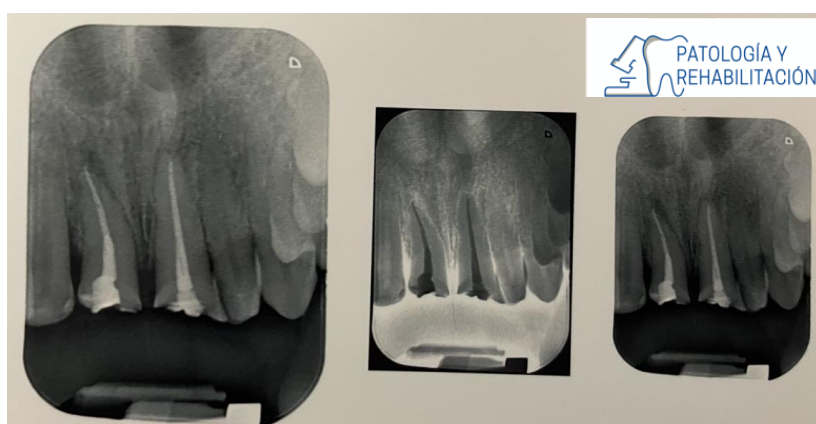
Radiografías periapicales de los dientes 11 y 21 con tratamiento de conductos.
